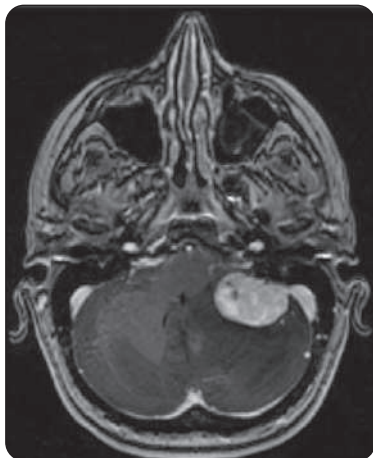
IRM en coupe axiale montrant un hémangioblastome cérébelleux
